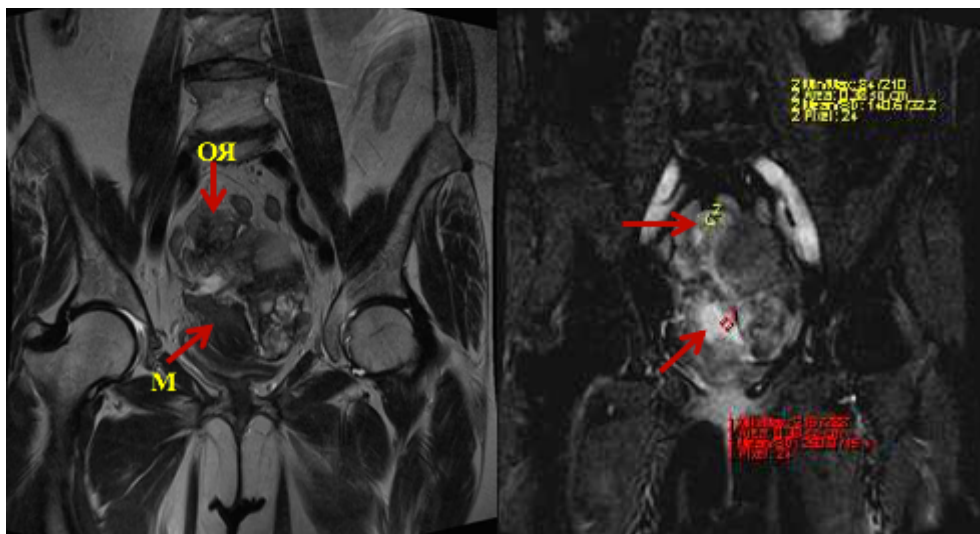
Описание ROI. На коронарных T2-ВИ и динамической МРТ с КУ определяется объёмное образование яичников (красные стрелки). ROI были помещены на мягкотканый компонент ОЯ и на изменённую ткань миометрия
